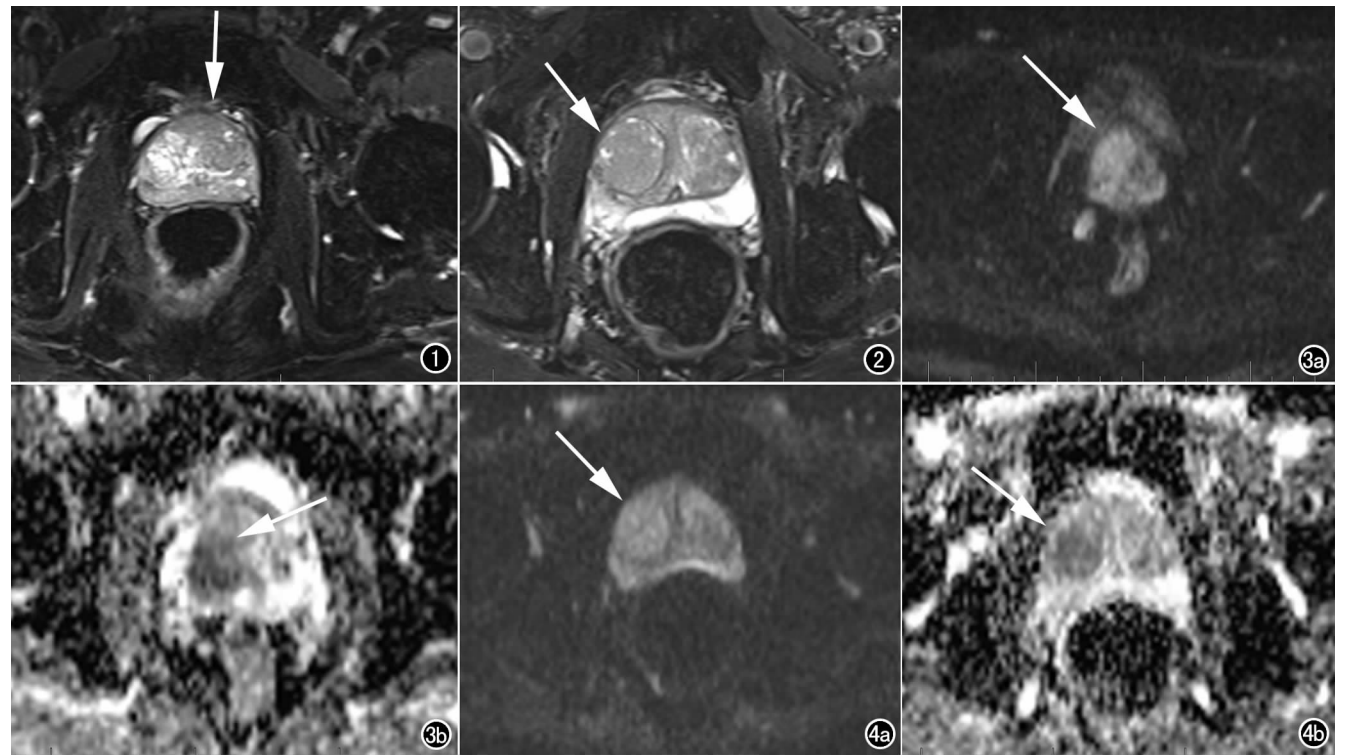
前列腺癌灶结节 T_2 WI 示边界不清、毛糙,形态不规则,呈均质低信号(箭)。图 2 前列腺增生结节 T_2 WI 示边界较清、光整,形态较规则,呈低信号或高低混杂信号,周缘有包膜样结构(箭)。图 3 a) 前列腺癌结节 DWI 呈高信号; b) ADC 图呈低信号(箭)。图 4 a) 前列腺增生结节 DWI 呈稍高信号; b) ADC 图呈稍低信号(箭)。
